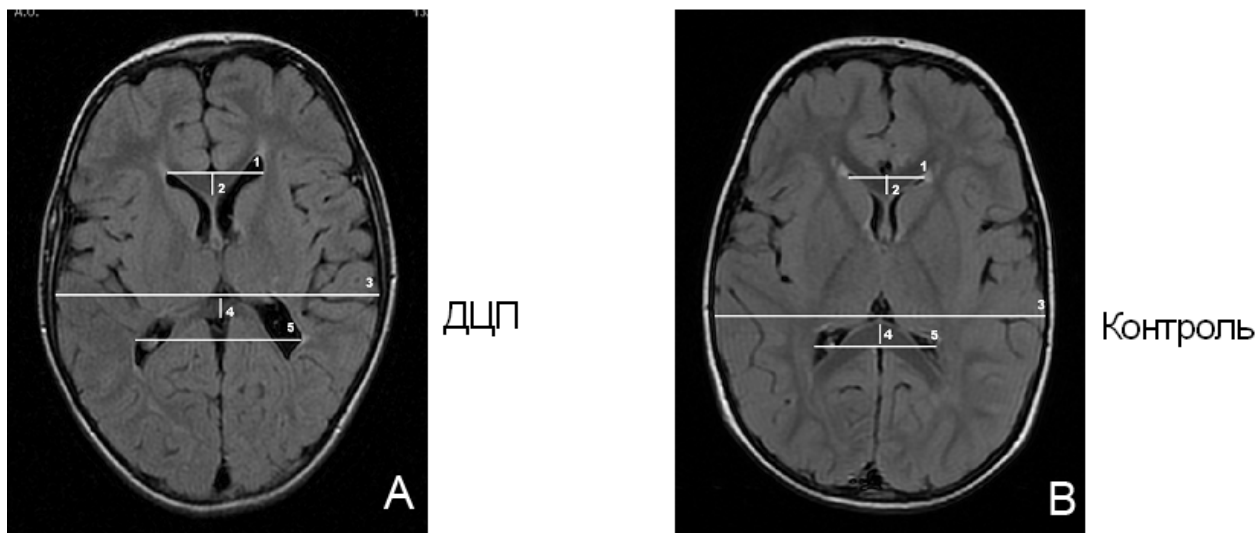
Базовые параметры, использованные при морфометрическом анализе МР томограмм.
